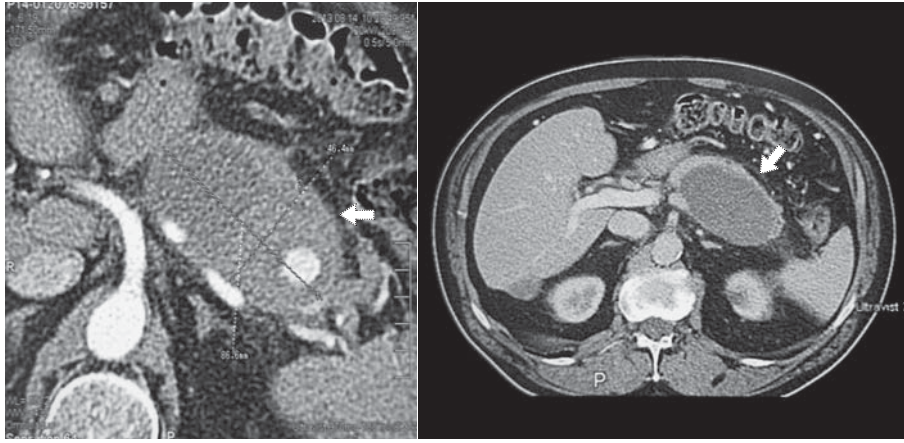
Компьютерная томограмма. Гигантская аневризма селезеночной артерии (стрелка).
